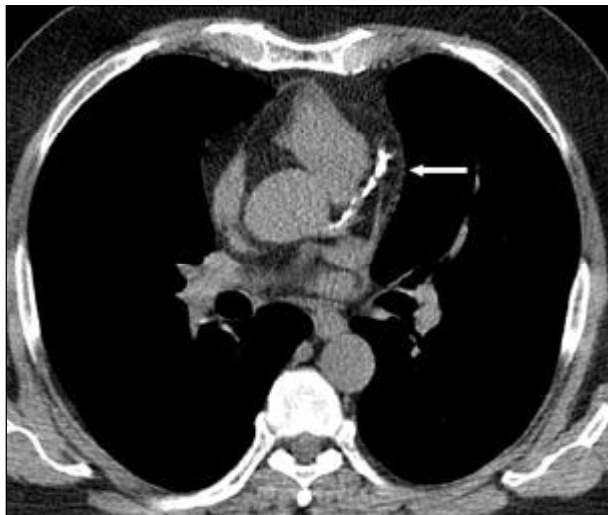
Calcificação da artéria descendente anterior detectada pela tomografia ultra-rápida em homem assintomático (seta).
